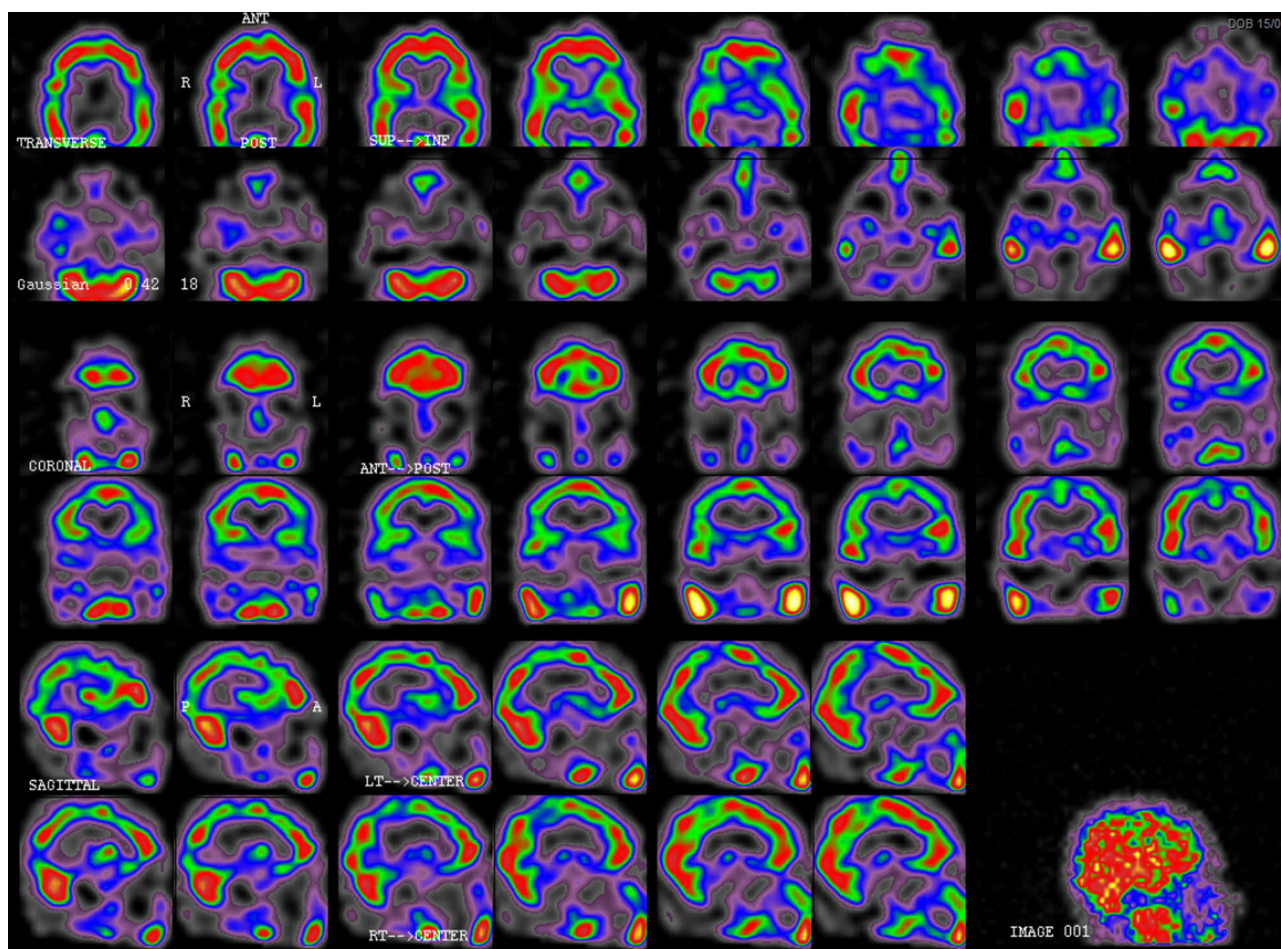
Tomografía computarizada de emisión monofotónica (SPECT) día 16 (segundo episodio): moderada hipoperfusión temporoparietal bilateral de predominio izquierdo, con discreta afectación del córtex frontal dorsolateral y occipital.
